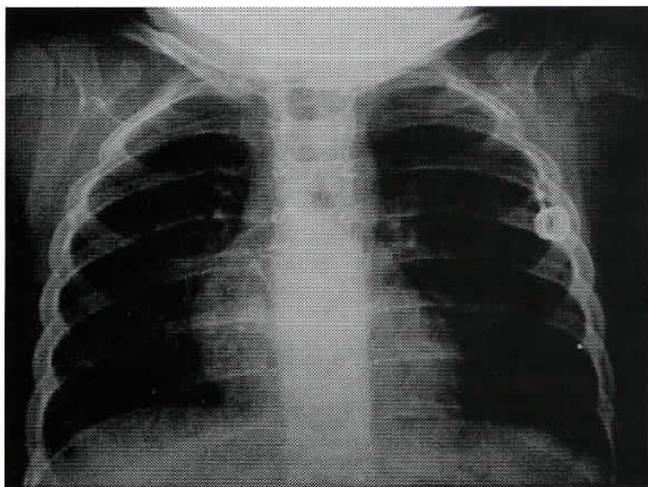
Telerradiografia do tórax em projecção pósterioanterior, evidenciando corpo estranho localizado no ramo direito da artéria pulmonar.
